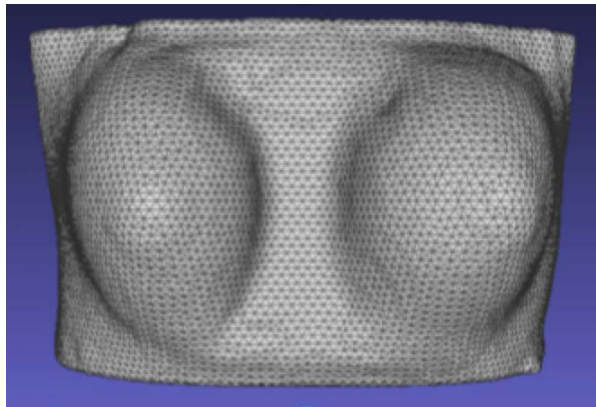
13 Maillage de surface à partir de l'IRM des seins
